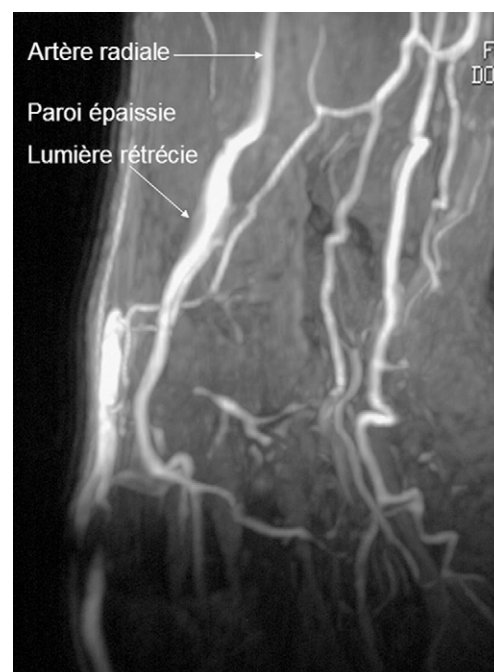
Angio-IRM. Épaississement de la paroi de l'artère radiale et rétrécissement de la lumière artérielle radiale.
